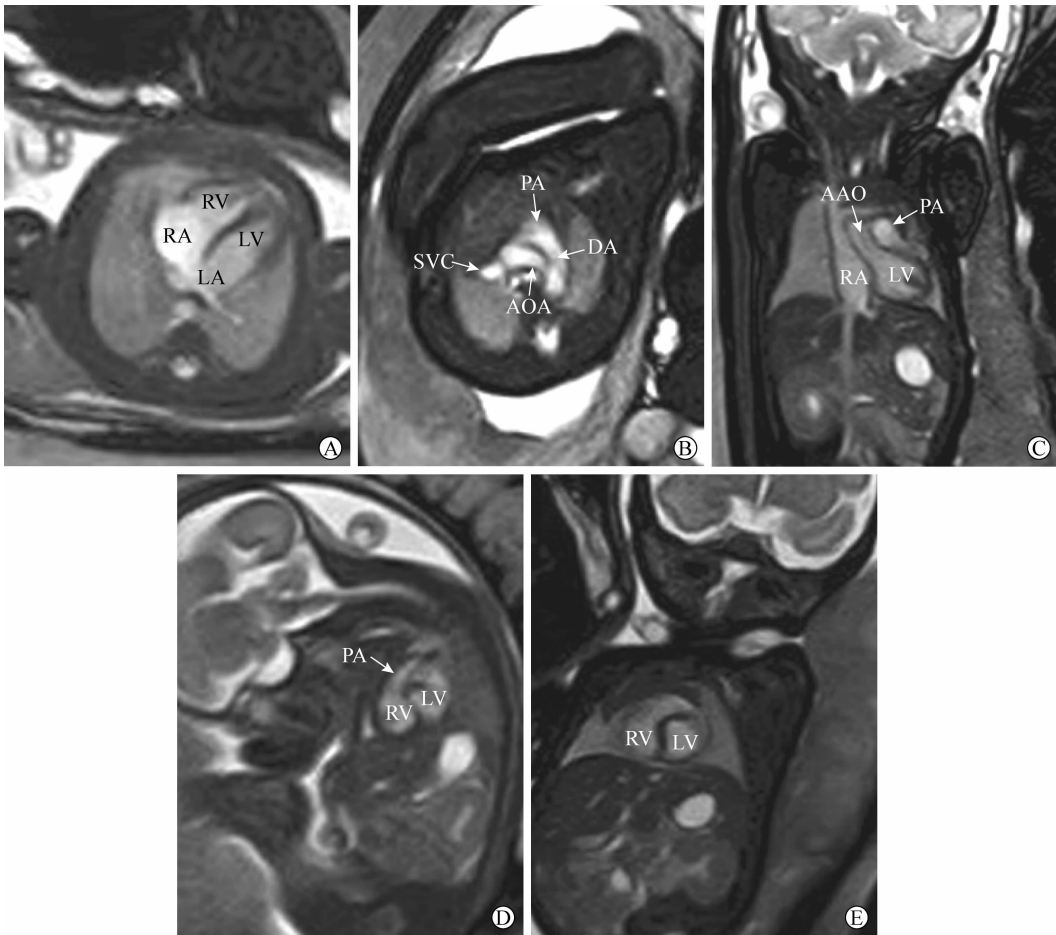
胎儿心脏 MRI 五个标准切面 A 为四腔心切面;B 为主动脉弓水平横断面;C 为冠状面;D 为斜矢状面;E 为心室短轴面
